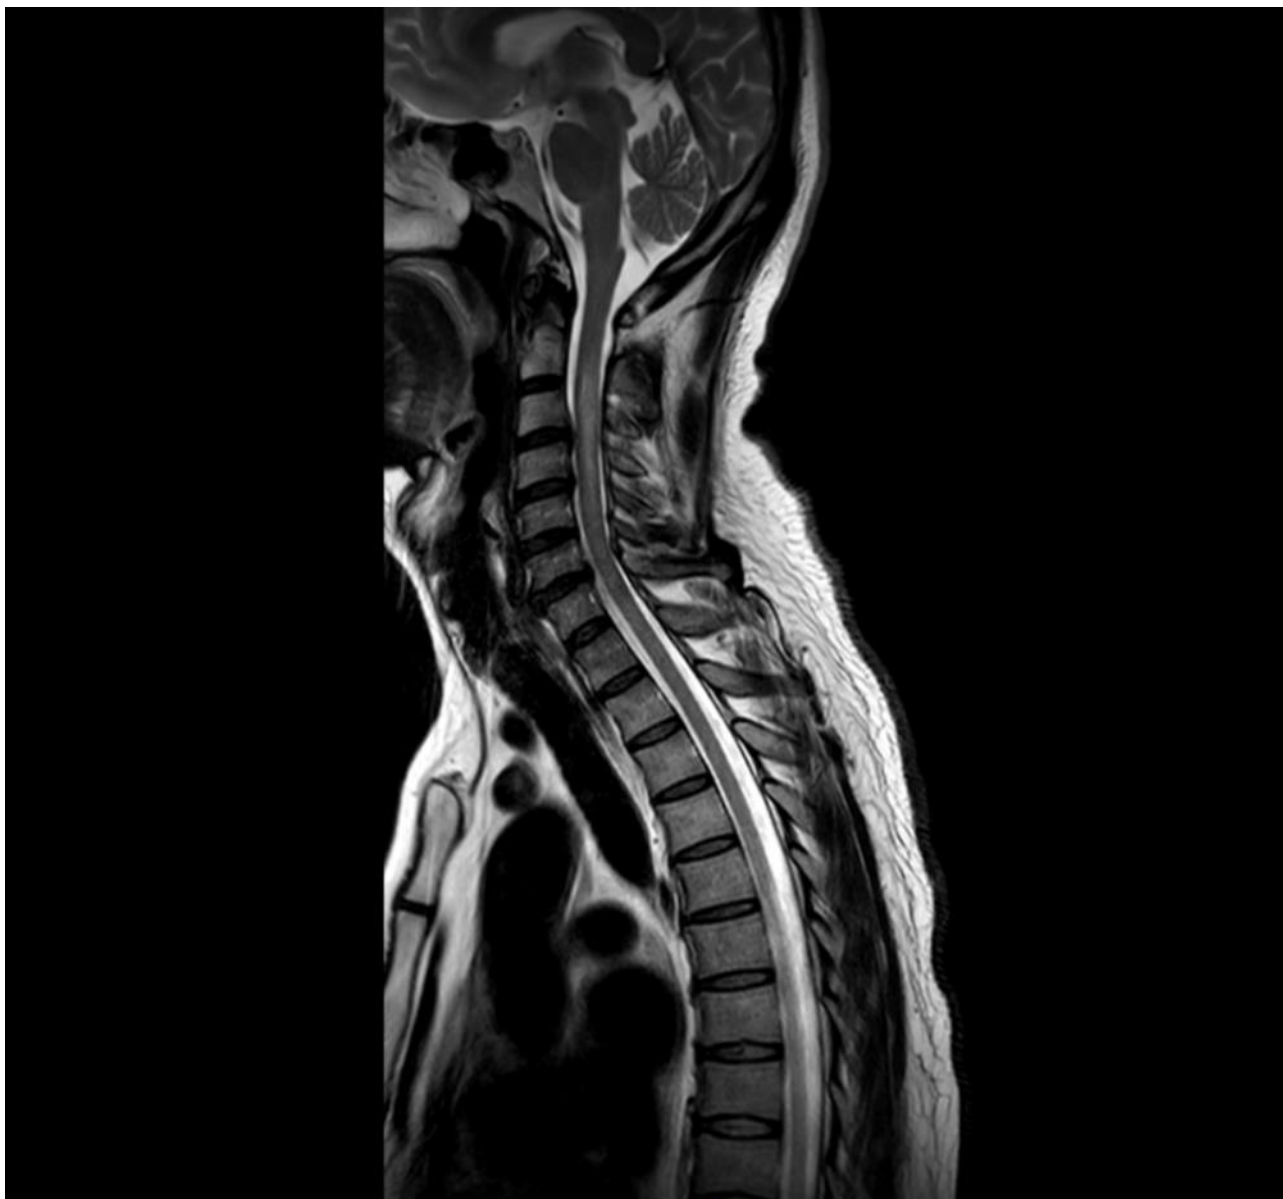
Resonancia sagital cervical y torácico proximal en secuencia T2. La imagen demuestra una lesión longitudinalmente extensa involucrando los segmentos C2-C5.
